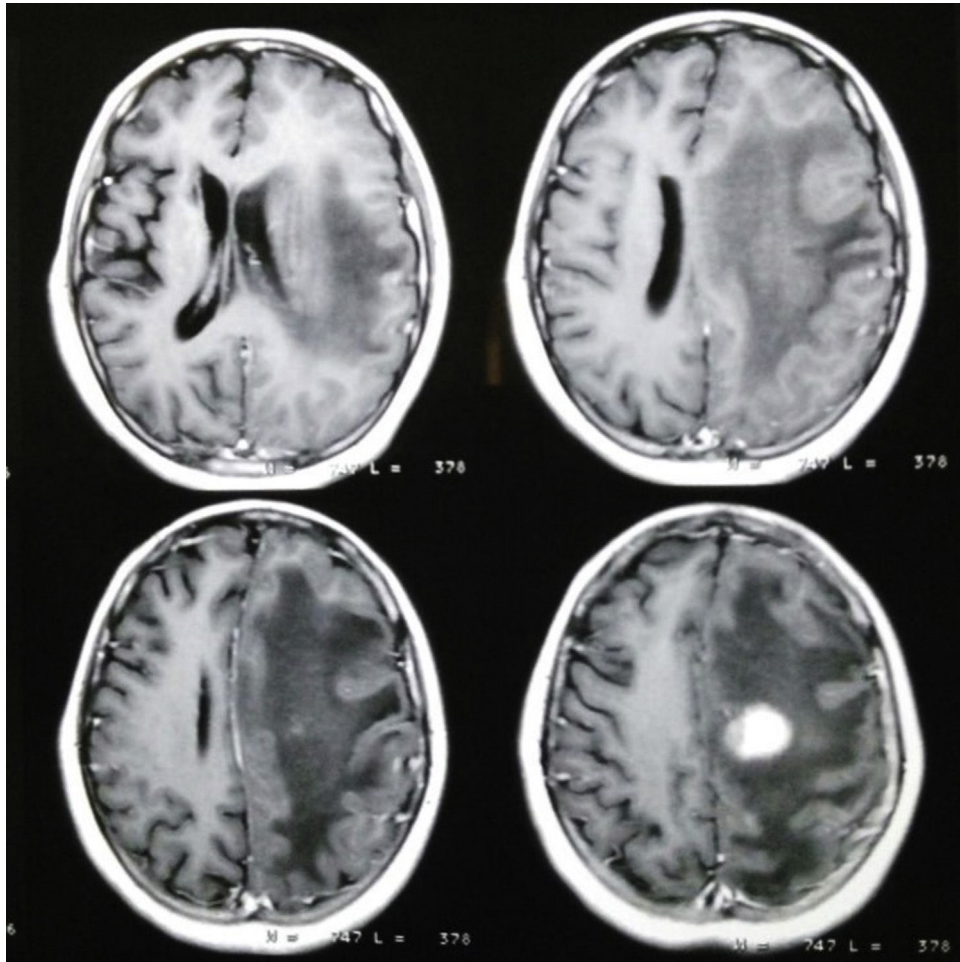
RM de cerebro: se observa imagen que realza en anillo con marcado edema perilesional.
